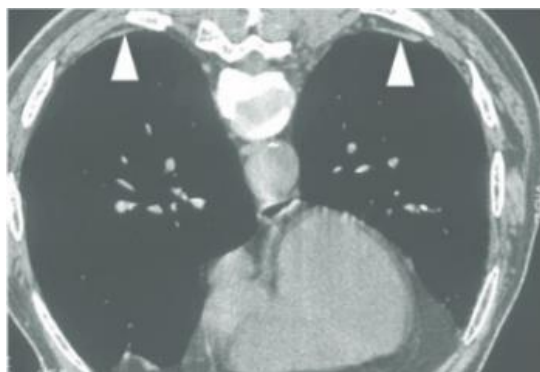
CT scan paru bagian bawah menunjukkan kekeruhan subpleural lengkung (panah putih) dan garis interstitial menebal (panah hitam).
